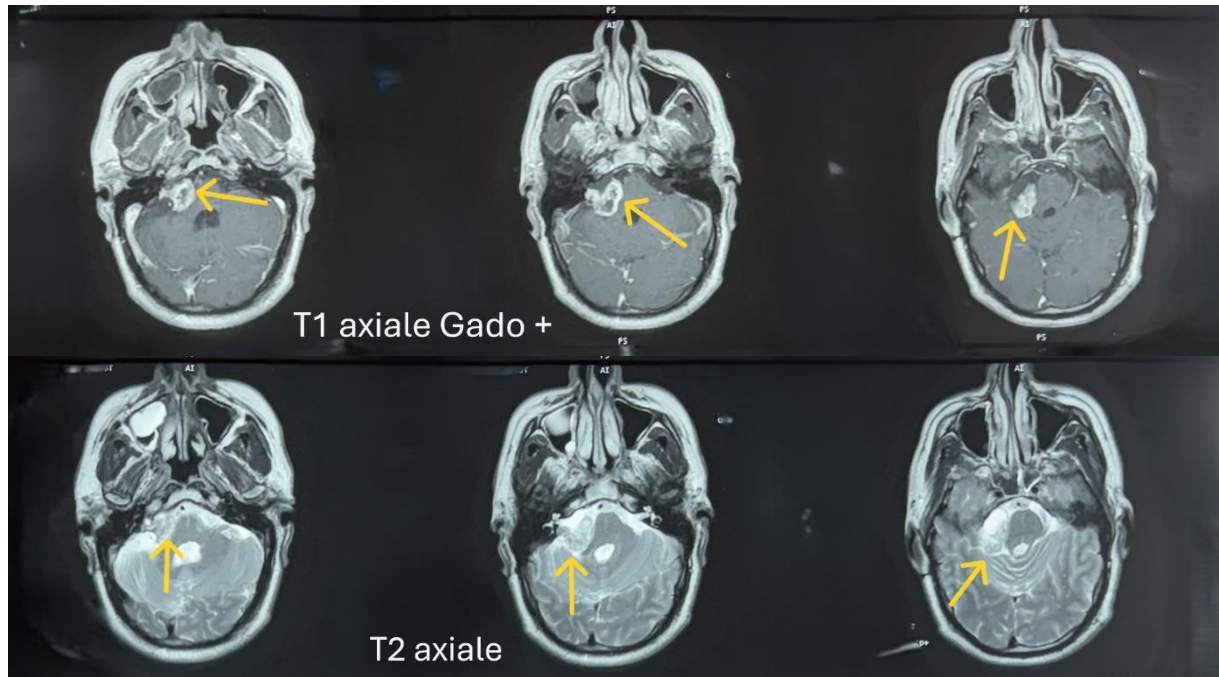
IRM encéphalique du contrôle après 2 ans du patient E.S en coupe axiale montrant un aspect quasi stable du neurinome de l'APC droit, en iso signal présentant un rehaussement à prédominance périphérique sur la séquence T1 avec injection du gadolinium et en hypersignal hétérogène sur la séquence T2 (flèche jaune).
